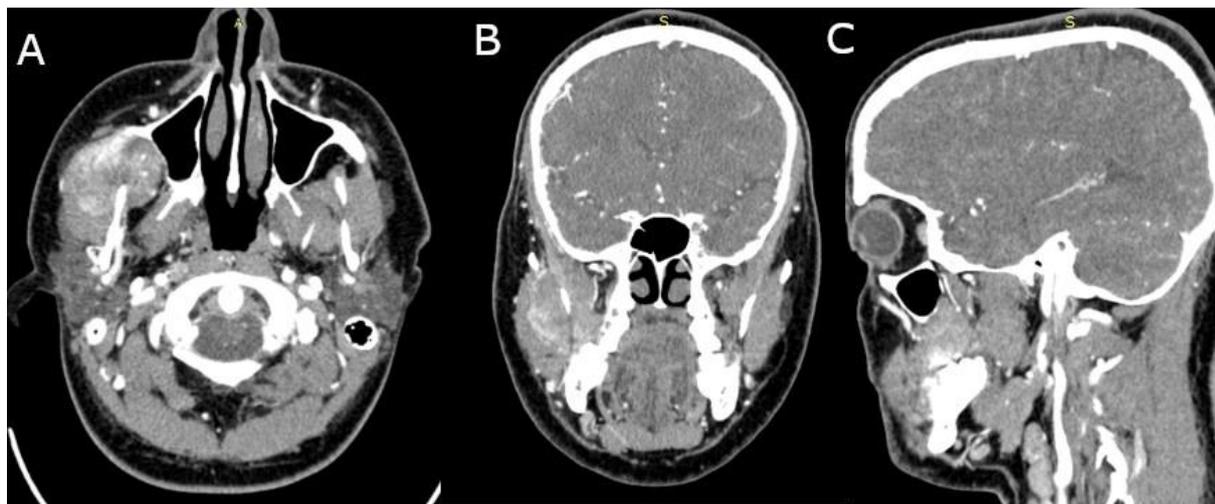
Компьютерная томография больного Б. /
